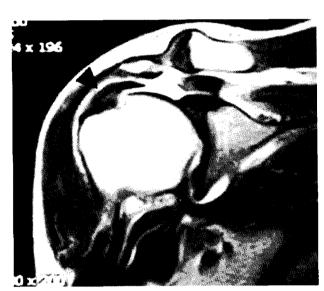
Oblique coronal T2-weighted MR image showing supraspinatus tendon complete rupture at the tendinous portion (measuring 17 mm), and a 21 mm sized remnant of supraspinatus tendon (arrow head) at the greater tuberosity.
